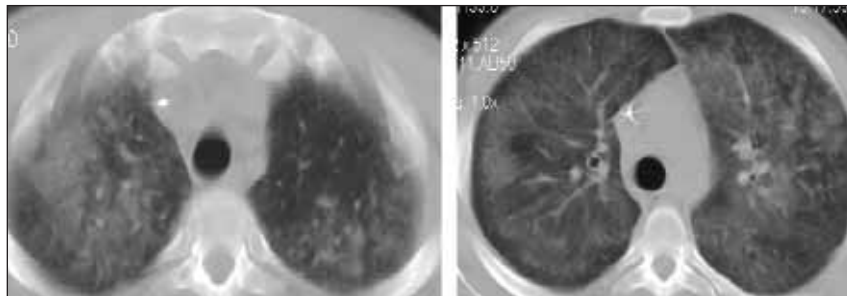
Больной Т. НХЛ. Компьютерные томограммы. Массивные зоны «матового стекла»
